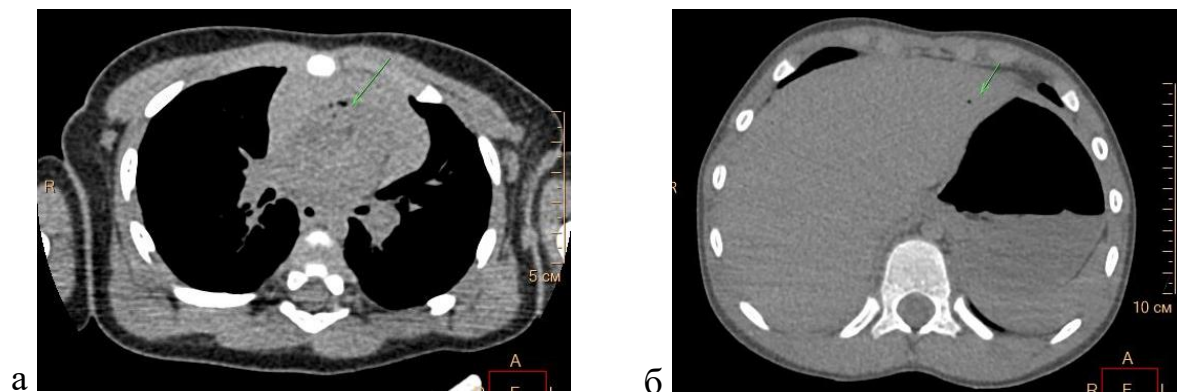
а - Газ в полостях сердца. Рисунок 7 б – Газ в сосудах печени. Посмертное КТ-исследование
